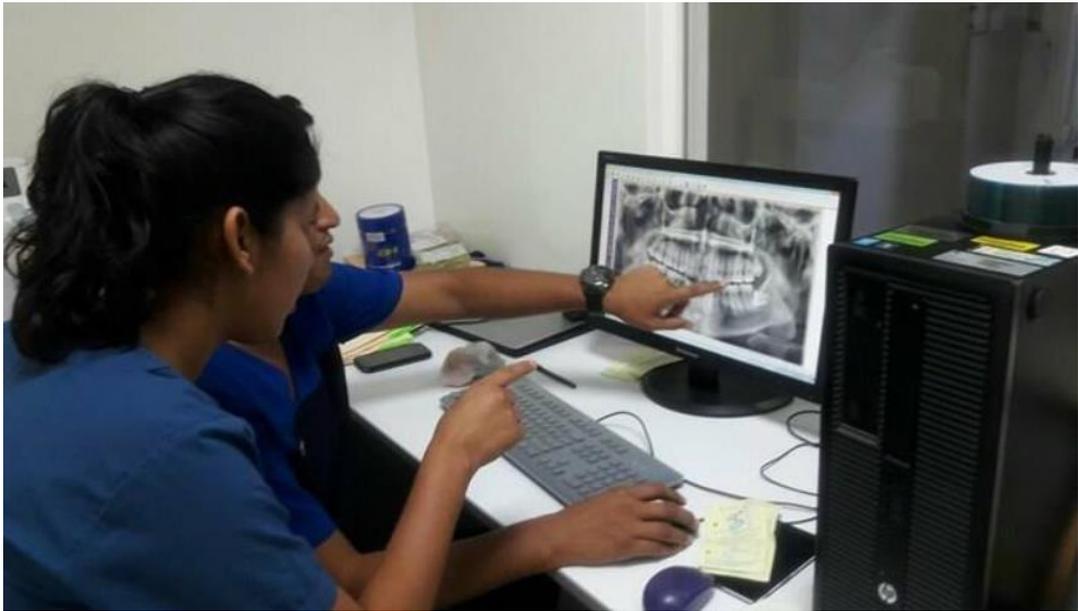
Análisis de radiografía Panorámicas.
